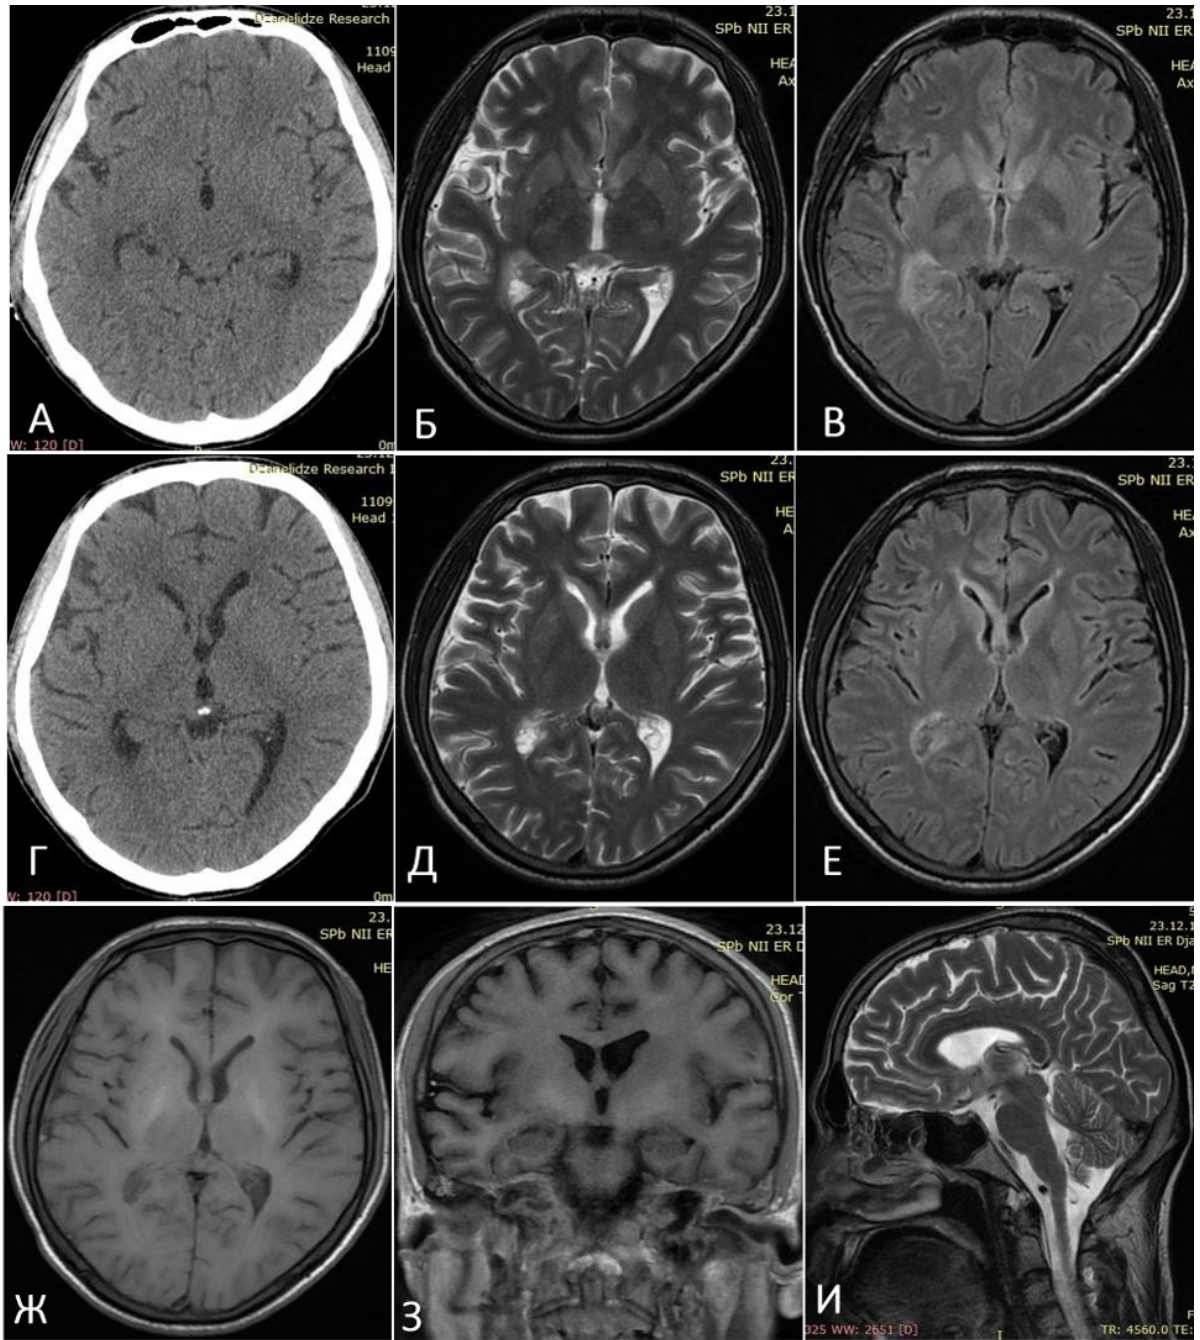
КТ головного мозга пациента К., 30 лет, в аксиальной проекции (А, Г), МРТ головного мозга в аксиальной проекции (Б, В, Д, Е, Ж), коронарной проекции (З) и сагиттальной проекции без контраста (И). Диагноз: острый двухсторонний гнойный средний отит, мастоидит, отогенный гнойный менингит. При КТ головного мозга (А, Г) патологических изменений не выявлено. При МРТ отмечается гиперинтенсивный сигнал на T1 ВИ (Е, Ж), T2 ВИ (Б, Д, И) и T2 FLAIR (В, Е) от оболочек головного мозга в субарахноидальных бороздах и пространствах по конвексительной поверхности полушарий головного мозга
